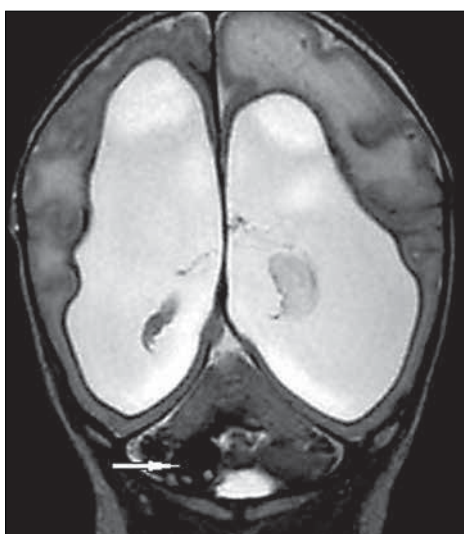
Obrazy USG i RM u noworodka z malformacją Dandy Walker'a. 3A – Badanie USG z dostępu przez ciążyczko przednie, przekrój czołowy. Asymetryczne poszerzenie przestrzeni płynowej w tylnym dole czaszki (*).
